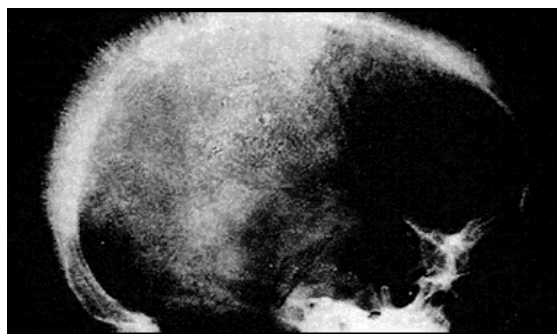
Talasemie. Radiografie de craniu. Imagini trabeculare
